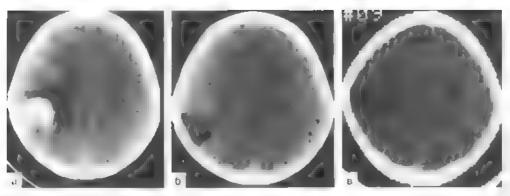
КТ ребенка 1 года 8 мес. Внутримо я овая тематома в задних отделах правой теменной области
